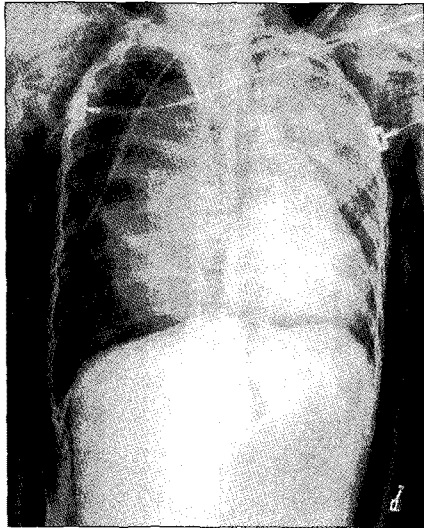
Preoperative chest X-ray showing pneumothorax with mediastinal shifting and massive subcutaneous emphysema.
